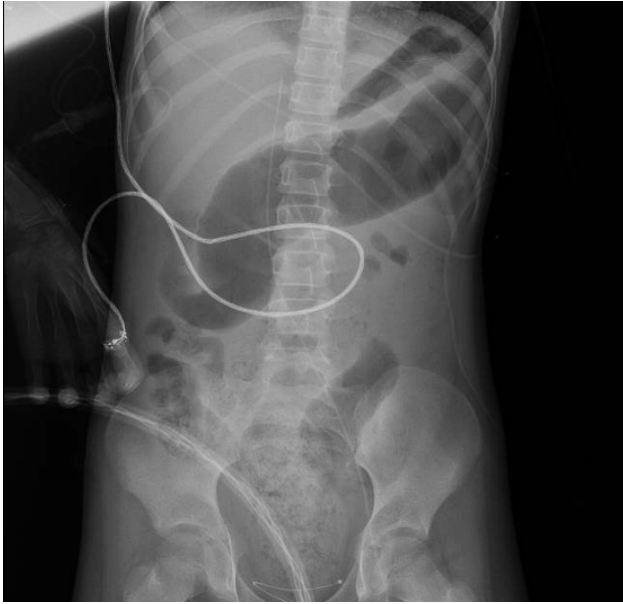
Radiografía de abdomen en la que se observa asa dilatada.
